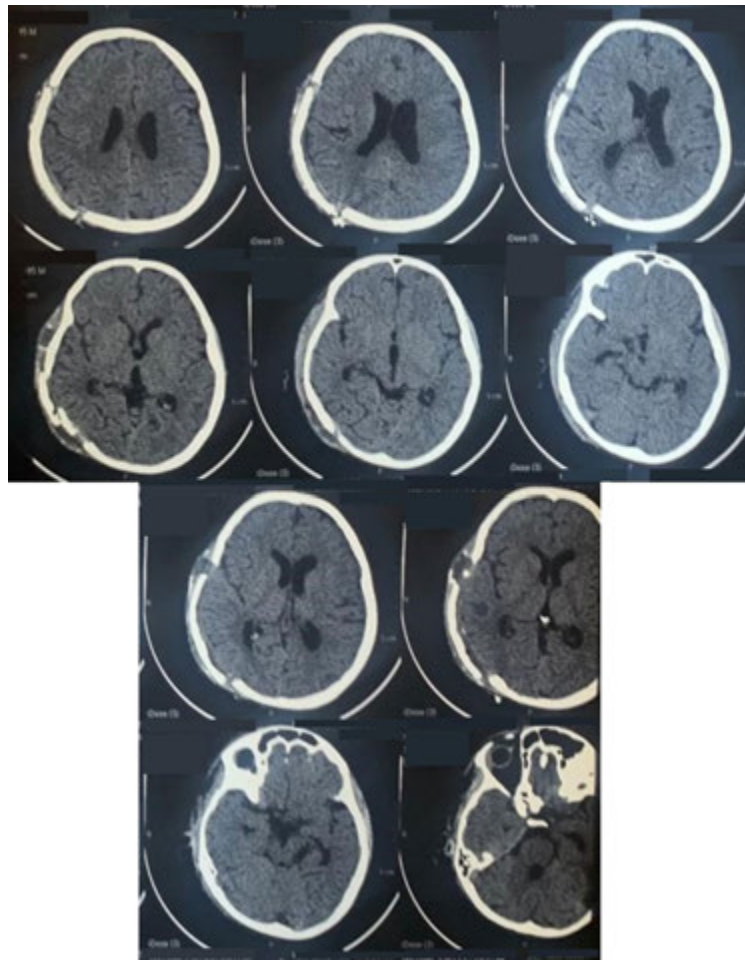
Post operative computed tomography scan showing complete evacuation of Haematoma.
